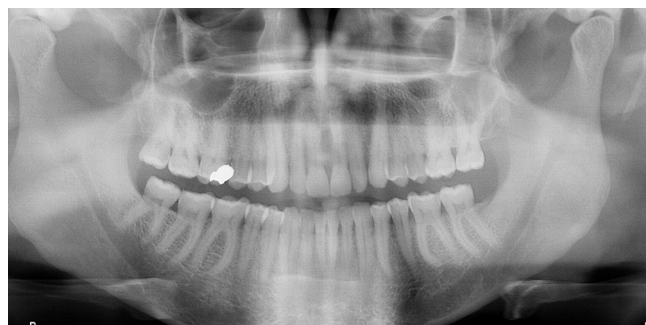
Panoramic x-ray demonstrating normal findings in a patient complaining of unbearable dental pain.
